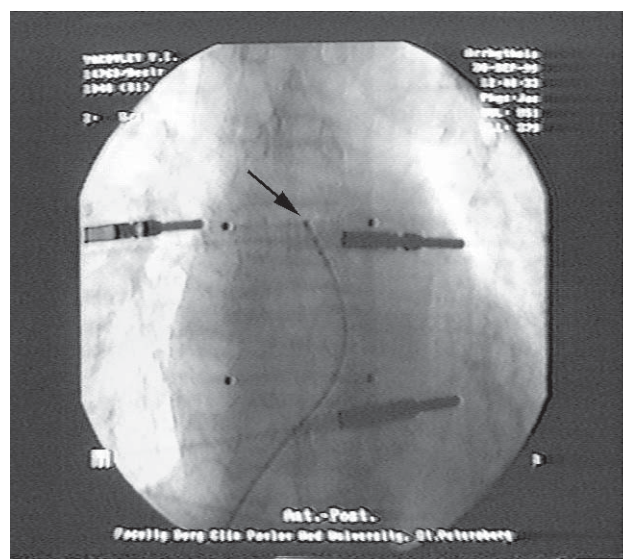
Рентгенограмма пациента, оперированного по поводу АДПЖ (стрелкой указано положение лечебного катетера).
